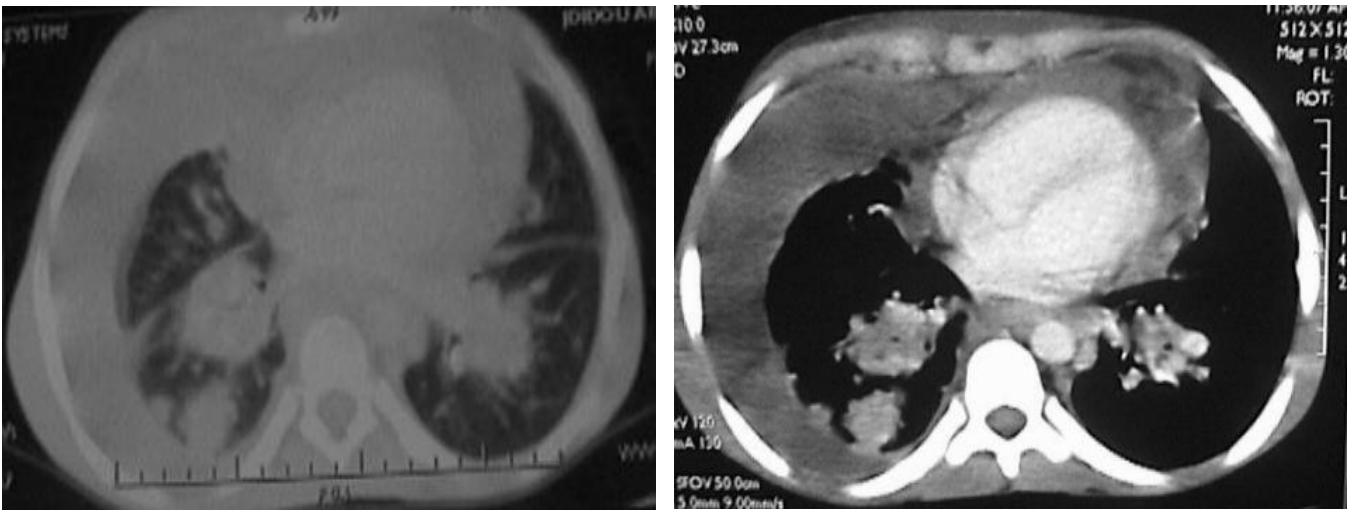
TDM thoracique montrant un épanchement péricardique, un épanchement pleural droit et un foyer de condensation pulmonaire droit.
